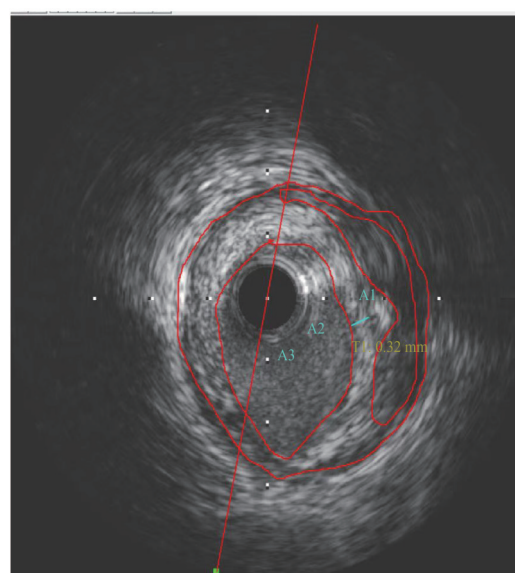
“气滞血瘀”型不稳定型心绞痛患者血管内超声显像
